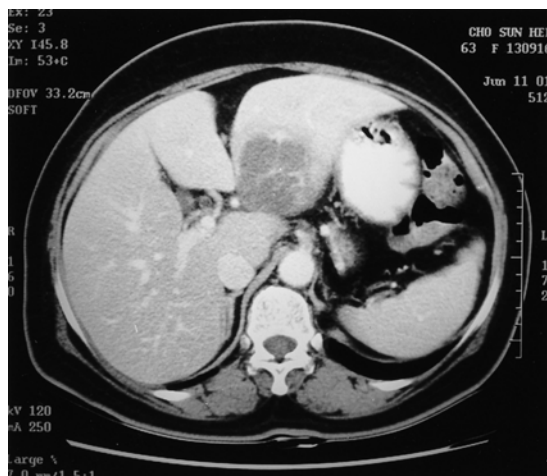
Contrast enhanced abdomen CT scan shows liver abscess with internal multi-septation and rim enhancement (hyperdense and hypodense lesion alternatively appeared along margin of the abscesses: “double target sign”), in lateral segment of left lobe.
